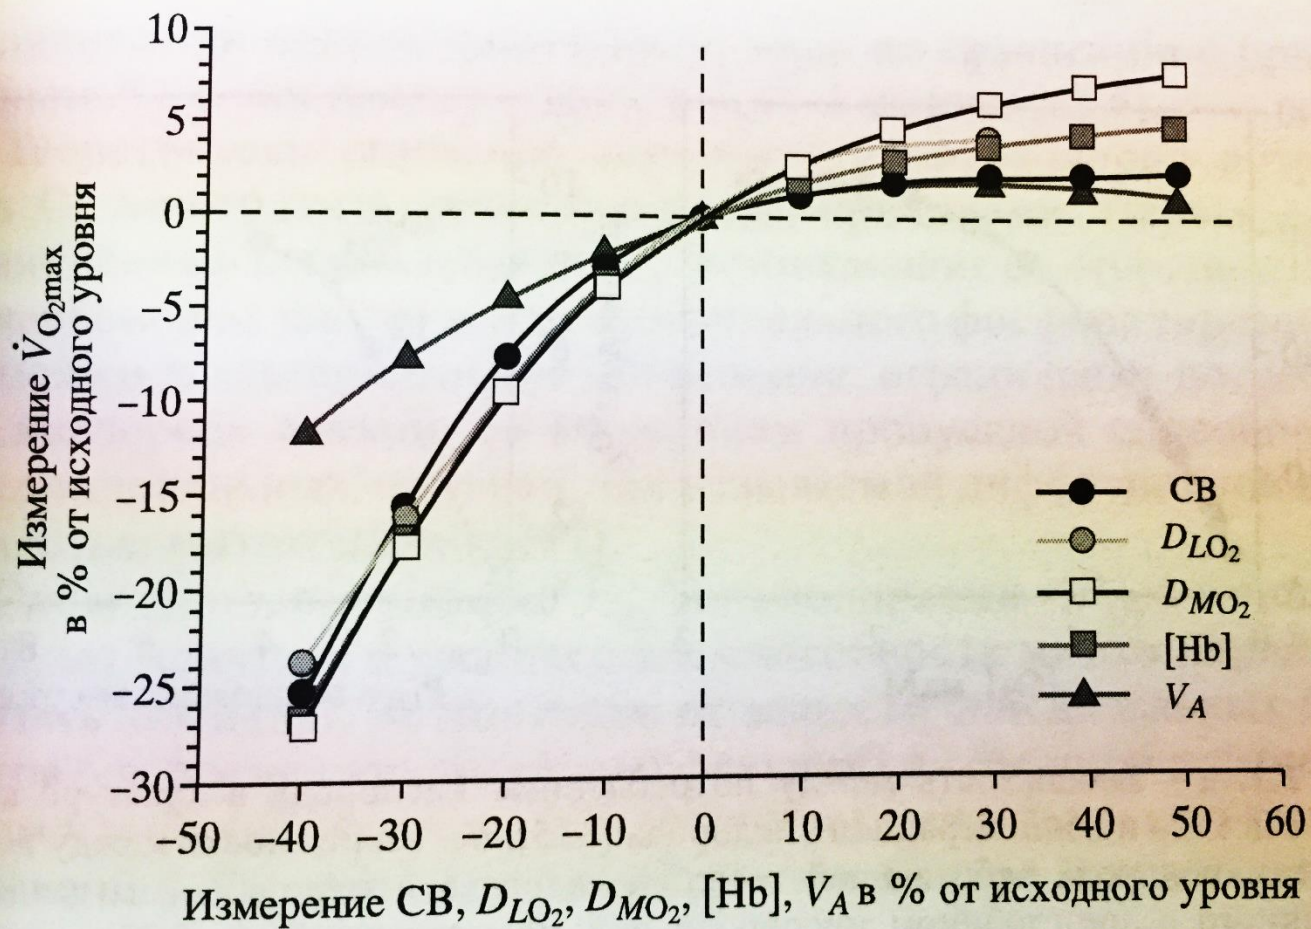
Результаты модельного исследования: относительные изменения скорости максимального потребления кислорода организмом ( $\dot{V}O_{2max}$ ) в зависимости от изменений сердечного выброса (CB), диффузионной способности легких
